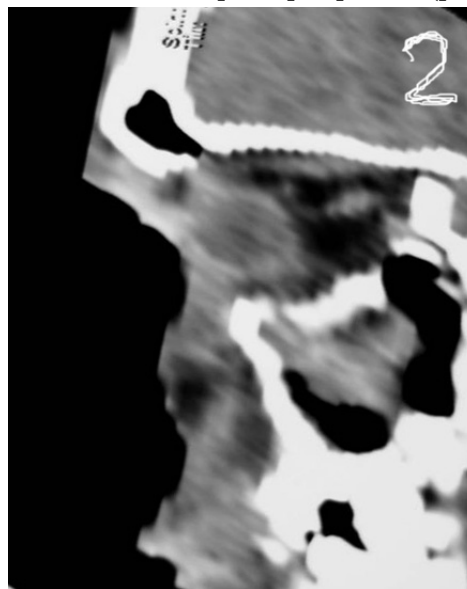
Компьютерная томограмма в сагиттальной плоскости (крупнооскольчатый перелом нижней стенки левой глазницы)
